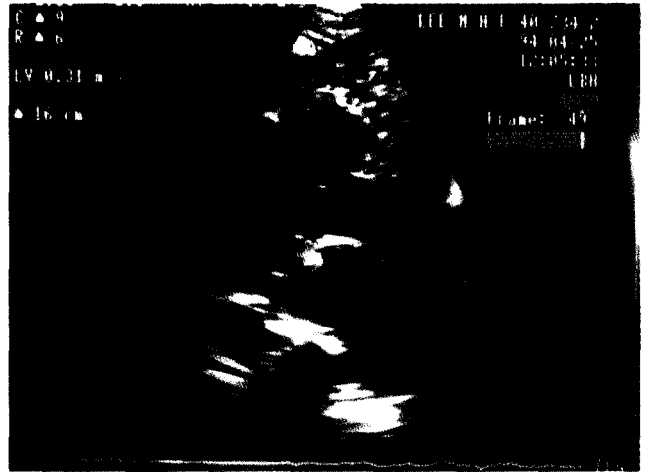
Postoperative echocardiography
